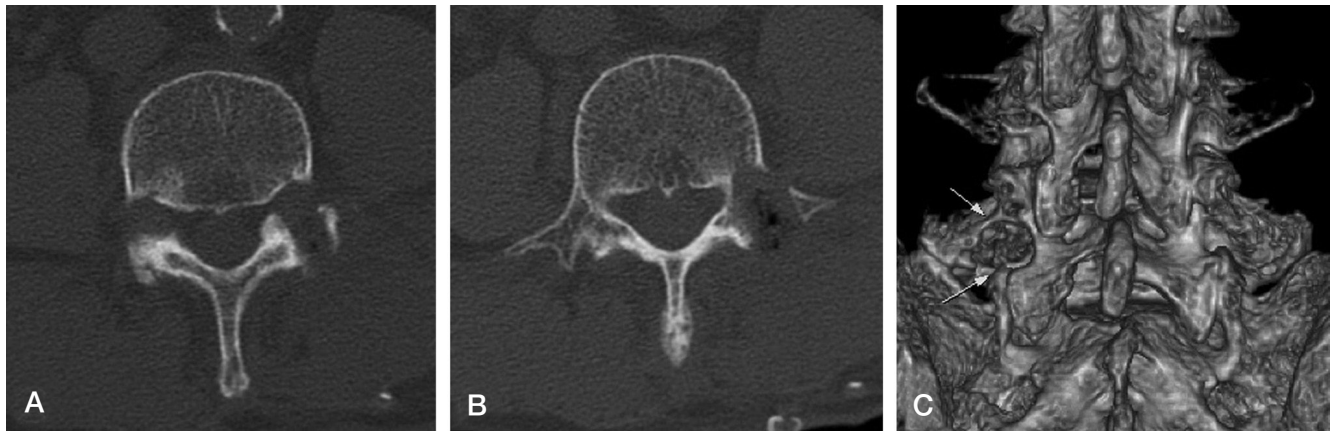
Postoperative image is obtained in Case 2. (A, B) Axial CT images show laminoforaminotomy site. (C) 3D-CT images depict foraminotomy site.
